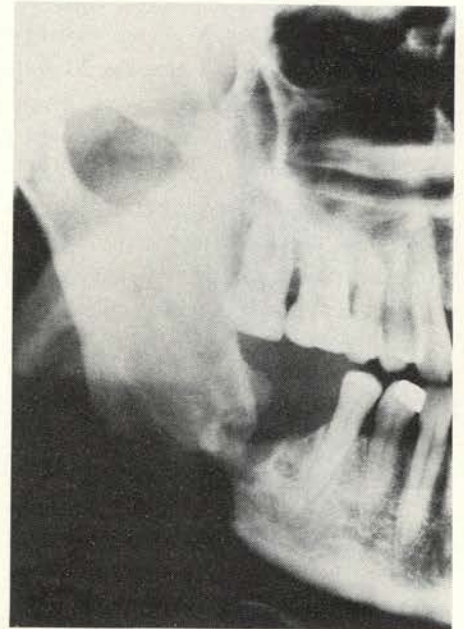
Röntgenfoto 6 maanden na het tijdstip waarop de in afbeelding 2 afgebeelde opname is gemaakt. Er is een duidelijke verslechtering opgetreden.
